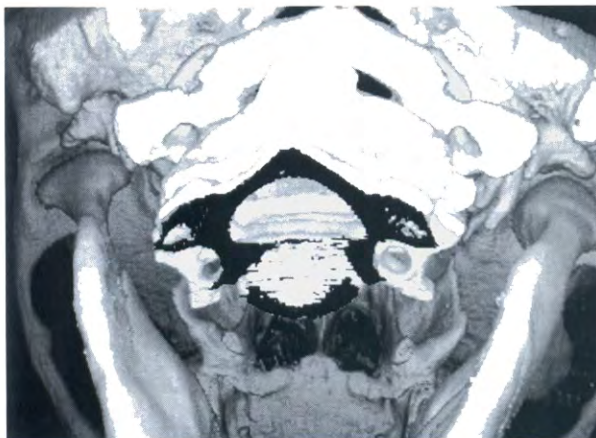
TAC 3D, aspecto posterior da mandíbula, assimetria condilar.
